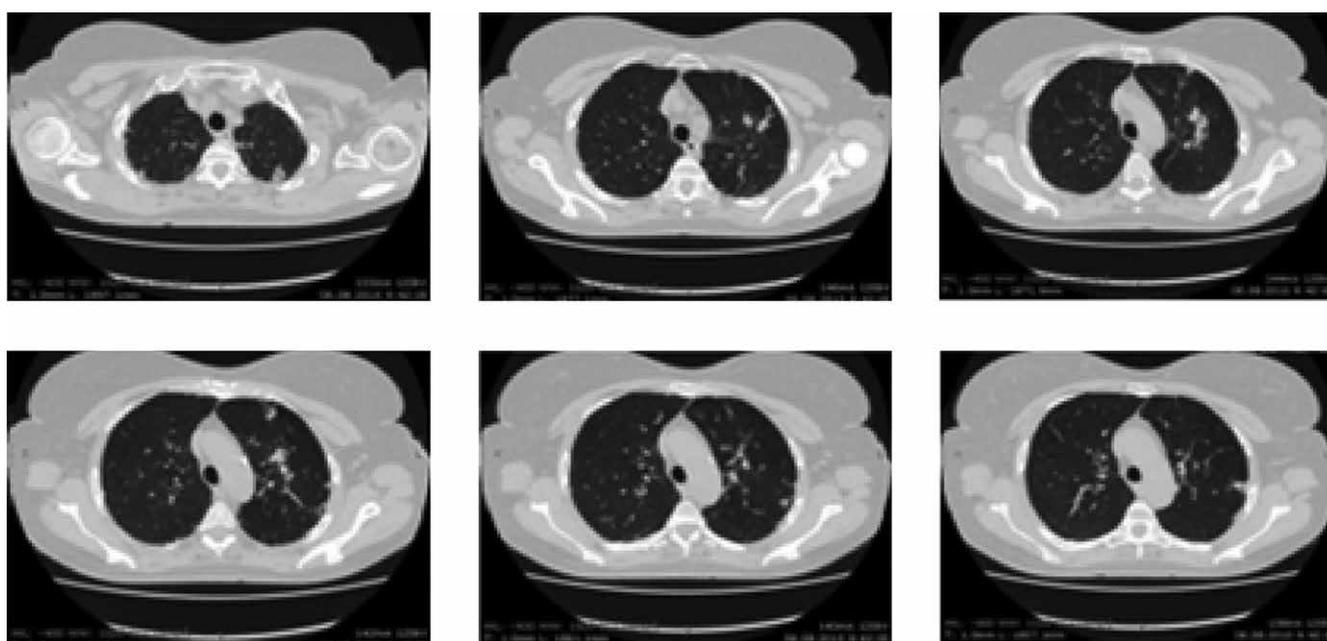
КТ: выборочные сканы. Определяется инфильтрат в С1–2 левого легкого с очагами обсеменения в С1, С6, С8 правого и С5, С8 левого легких
